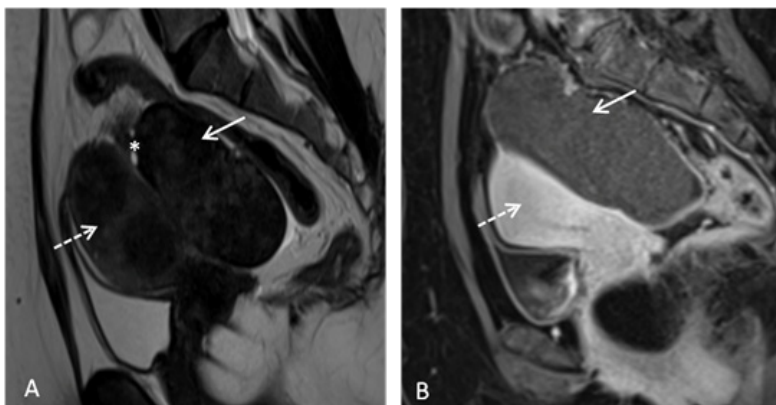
Torção subaguda de fibroma ovárico em RM, no plano sagital. (A) Sequência ponderada em T2. Volumosa lesão com pequenos focos de hipersinal (seta) correspondendo ao fibroma ovárico, sem plano de clivagem com o ovário (asterisco), mas com plano de clivagem com o útero miomatoso (seta tracejada). (B) Sequência T1 com supressão de gordura após administração de gadolínio e.v. na fase tardia. Verifica-se ausência de captação de contraste pela lesão e pelo ovário (seta), contrastando com o intenso realce do miométrio (seta tracejada).
